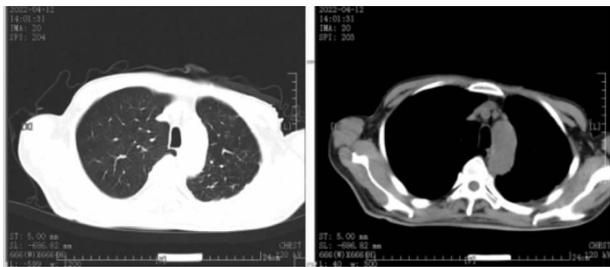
患者出院 1 个月后胸部 CT 复查结果
